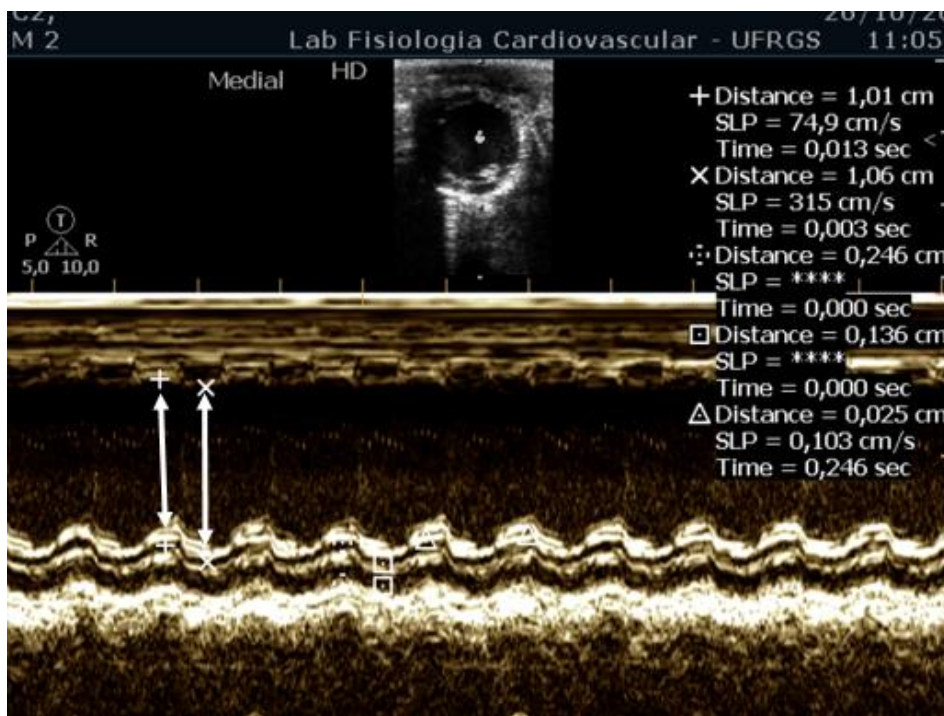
Ecocardiografia em modo M de Ratos Wistar infartados realizado neste trabalho.
